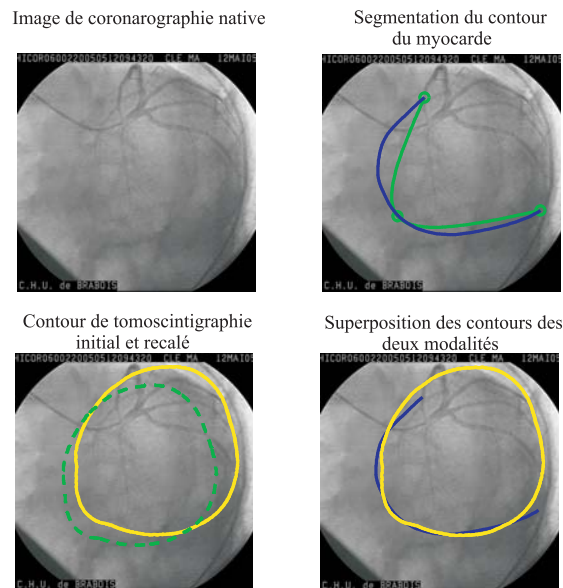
En haut à gauche est donnée l'image de coronarographie native. A sa droite est illustrée l'image avec les 3 points de la spline initiale (en vert) et le résultat de la segmentation (en bleu). En bas à gauche est donnée l'image native de coronarographie avec la projection de tomoscintigraphie avant (en vert) et après (en jaune) le recalage. A sa droite figure la superposition des contours des deux modalités. Ces images correspondent à l'incidence 5 ($OAD -50^\circ, CRA -30^\circ$) du patient 24. Ces résultats de segmentation et de recalage sont très bon.
